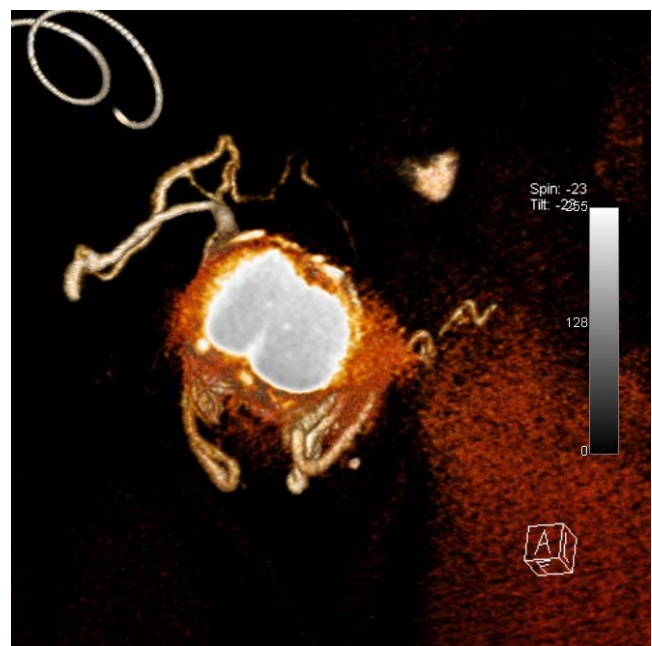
image TDM en coupe d'un patient de 56 ans. DE secondaire après prostatectomie radicale avec IMCV résistante aux IIC. Drainages superficiels multiples. Groupe C. EHS=2
